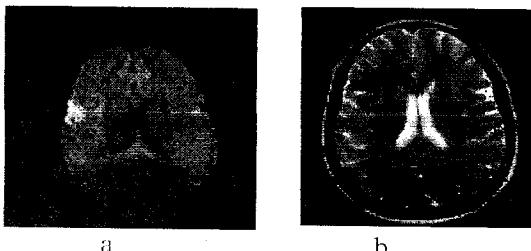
Hyperacute(4 hours after onset) infarction in a 43-years old female with the left hemiparesis. (a)DWI, (b)T2 weighted image.
